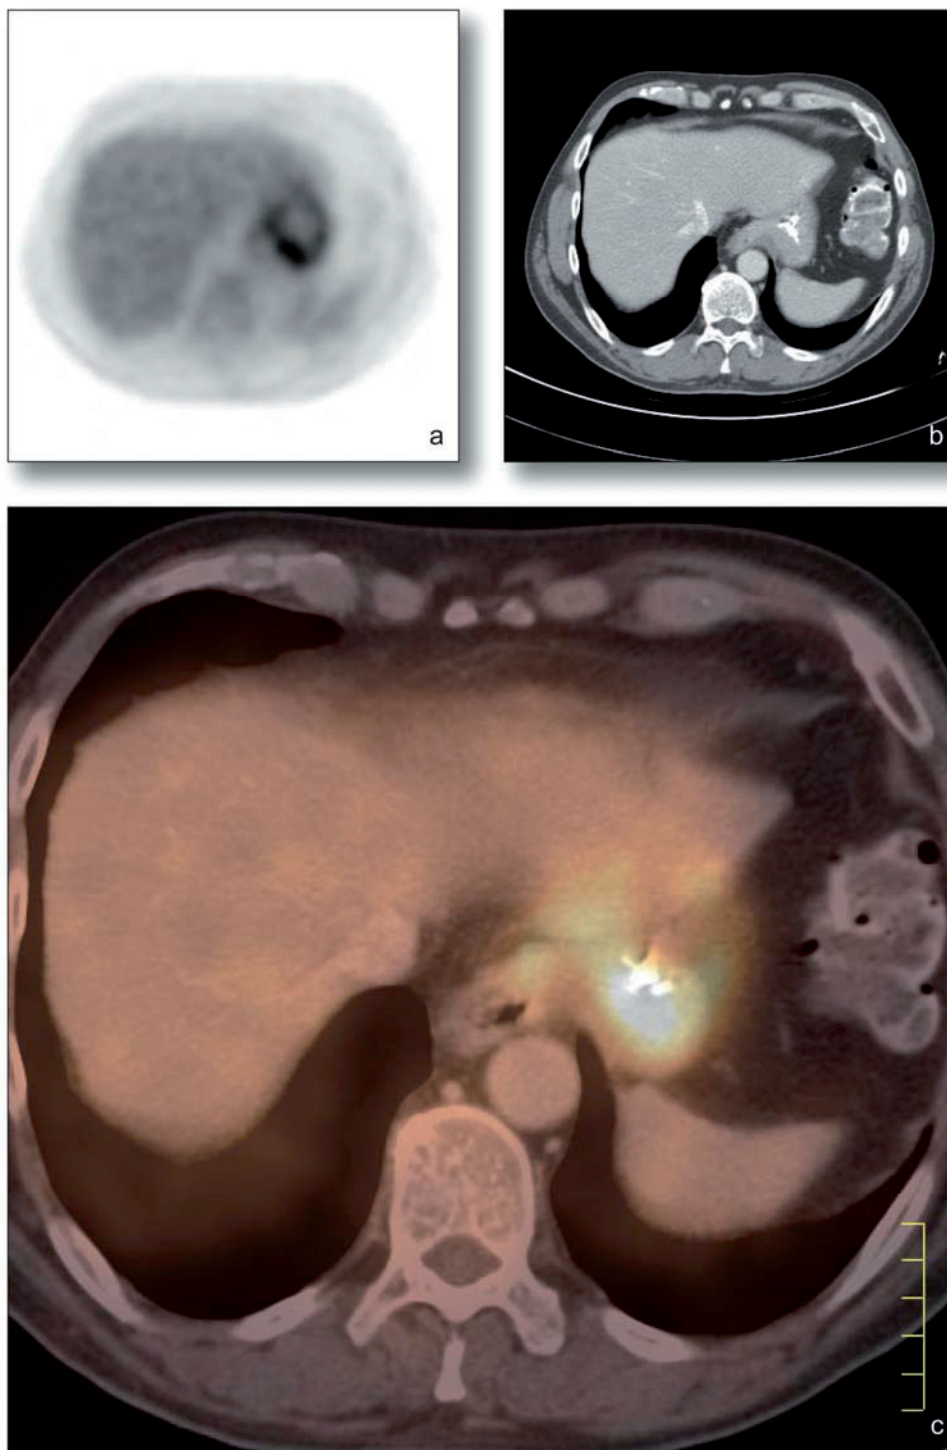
Patient mit einem Magenkarzinom vom diffusen Typ, das nur in der PET (a) und der PET/CT (c), nicht jedoch in der CT (b) diagnostiziert werden konnte
